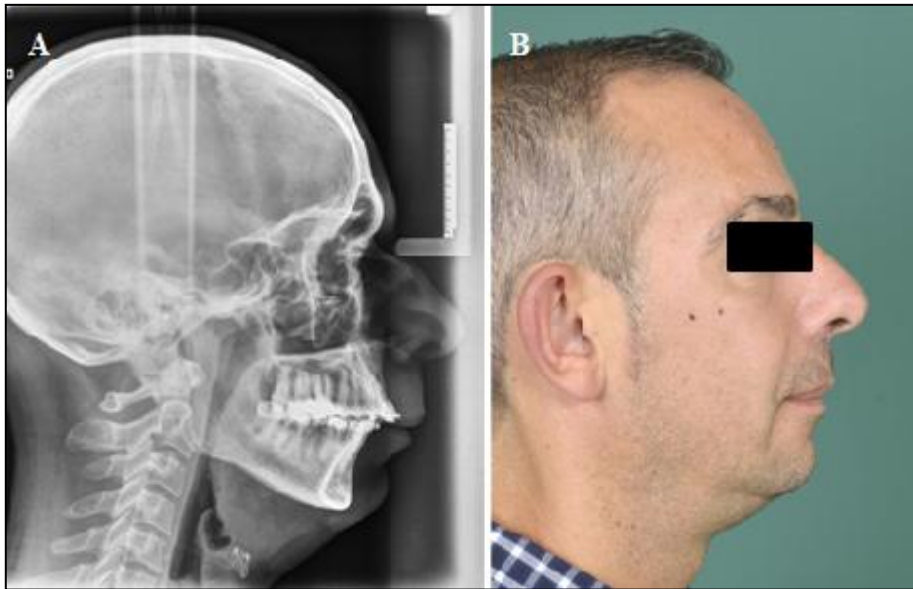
Caso 31 inicial. Telerradiografía lateral de cráneo (A), fotografía facial de perfil derecho (B).
